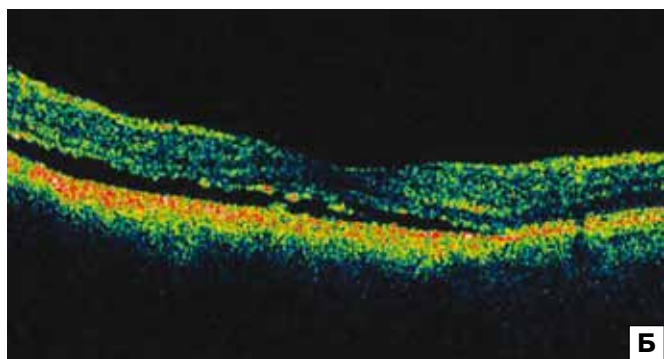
Больная В. А — увеальная меланома внецентральной локализации; Б — оптическая когерентная томография. Опухолеассоциированная дистантная макулопатия. Серозная отслойка нейрорепителія.
